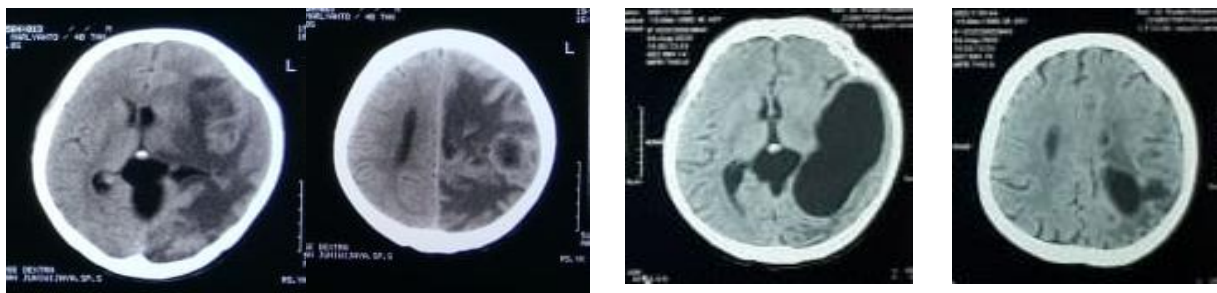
Gambaran MRI kepala potongan aksial sekuens T1 post kontras pasien menunjukkan massa kistik berdensitas LCS yang berhubungan dengan ventrikel lateralis (kanan) Gambaran MRI kepala potongan koronal sekuens T1 post kontras menunjukkan lesi di daerah parietal kiri dengan edema perifokal dengan kesan metastasis (tanda panah merah) (kiri)
